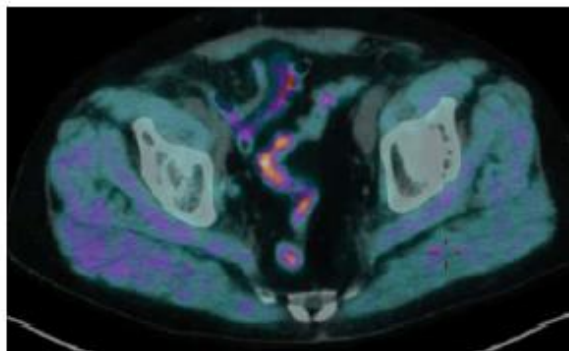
Patient LJ, 60 yo, PET imaging with ^{18}F -choline.
